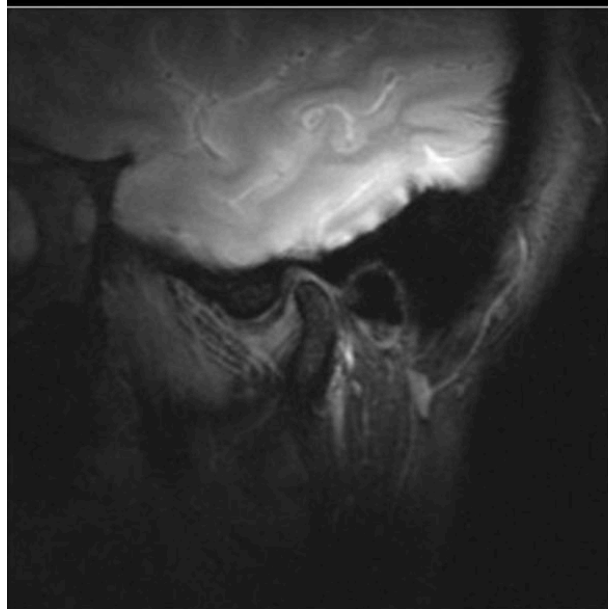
Estudio con RM de la ATM con boca cerrada y boca abierta con secuencias DP.
